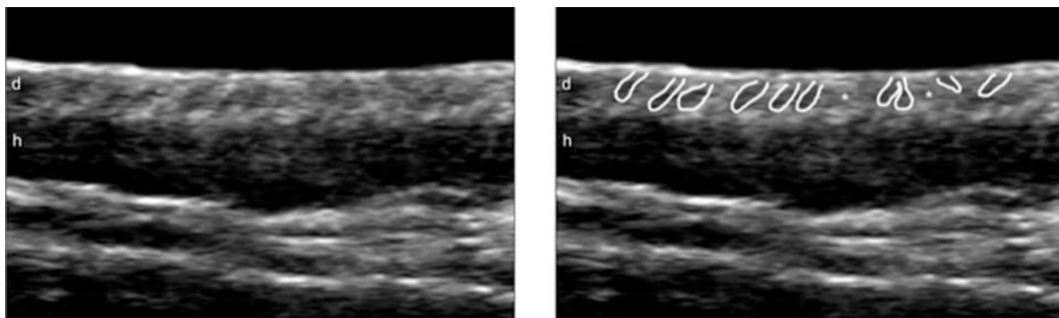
Presentazione ecografica delle unità follicolari non patologiche, che appaiono come strutture anecogene allungate, con disposizione obliqua, dal derma reticolare alla superficie cutanea(157).
